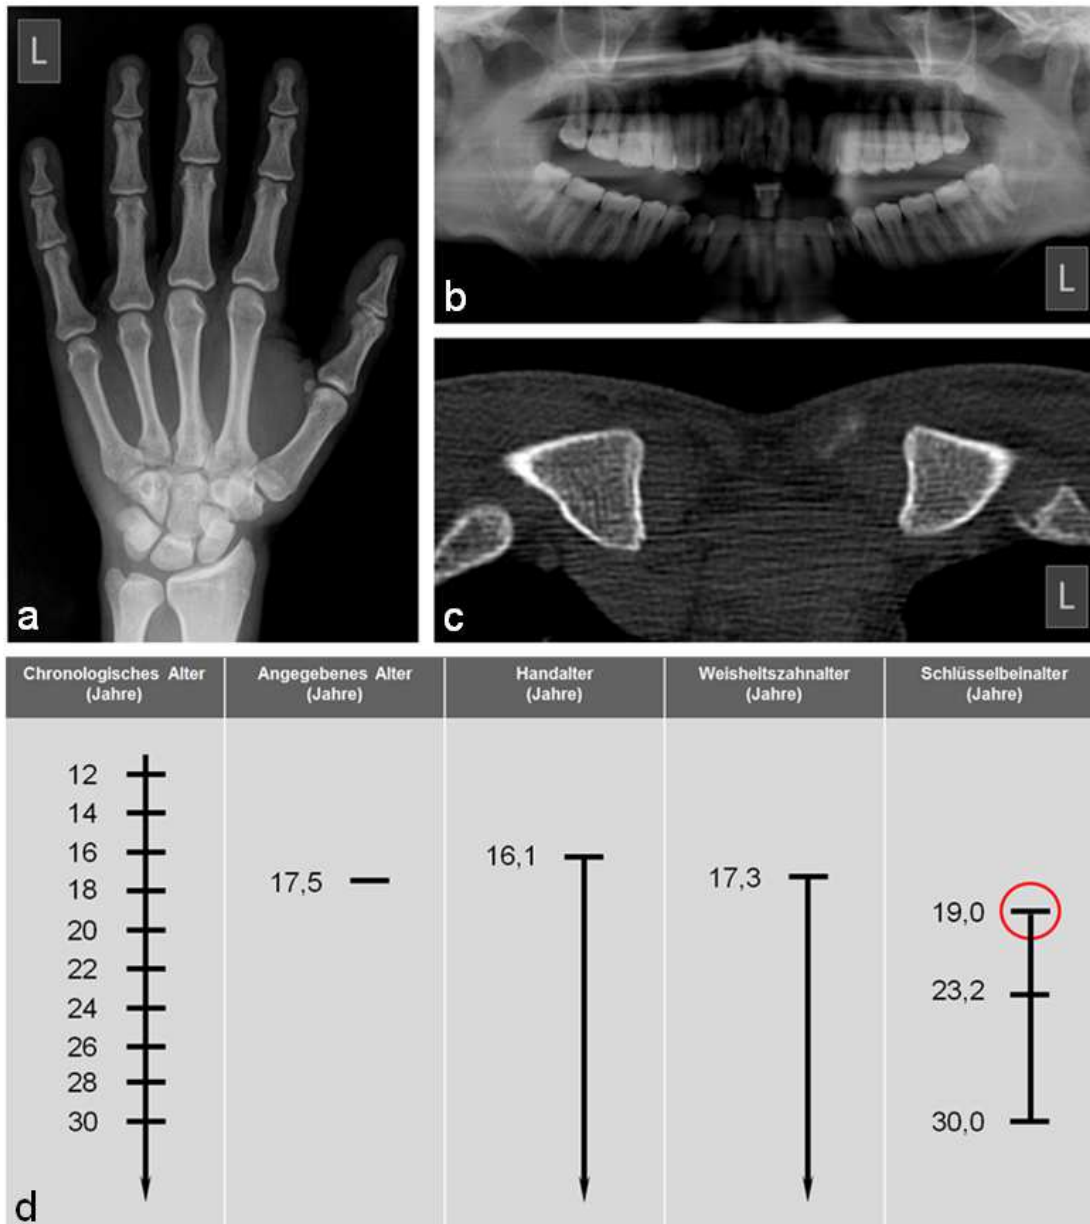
Röntgenbefunde einer mit der Frage nach einer möglichen Minderjährigkeit untersuchten männlichen Person aus Somalia, die angab, 17,5 Jahre alt zu sein, mit altersdiagnostischen Parametern. Anamnese und körperliche Untersuchung erbrachten keine Hinweise auf Entwicklungsstörungen.
